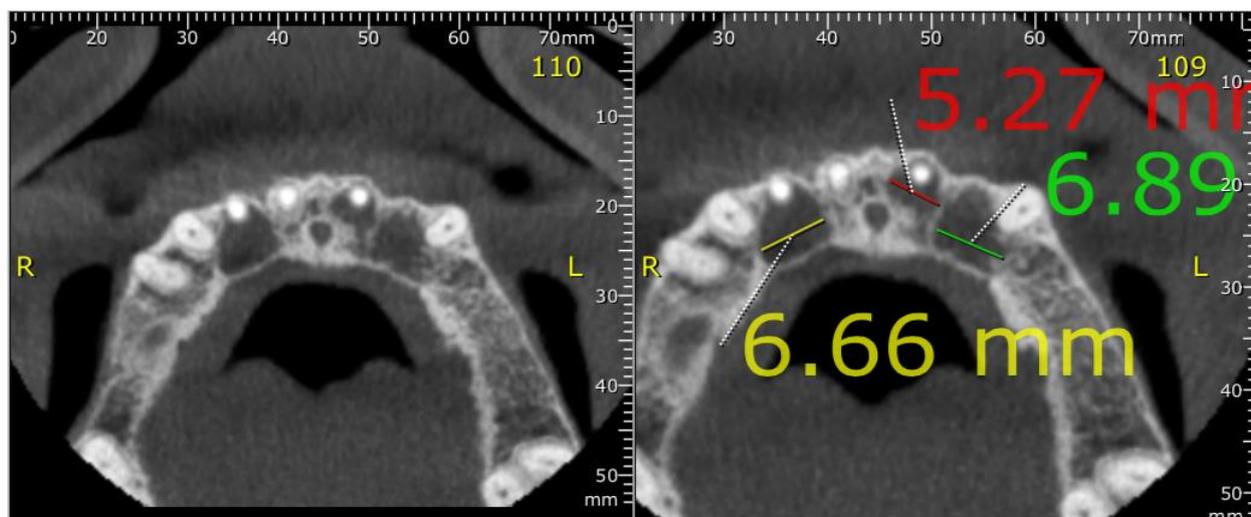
Tomografia Inicial (Cortes Axiais)
